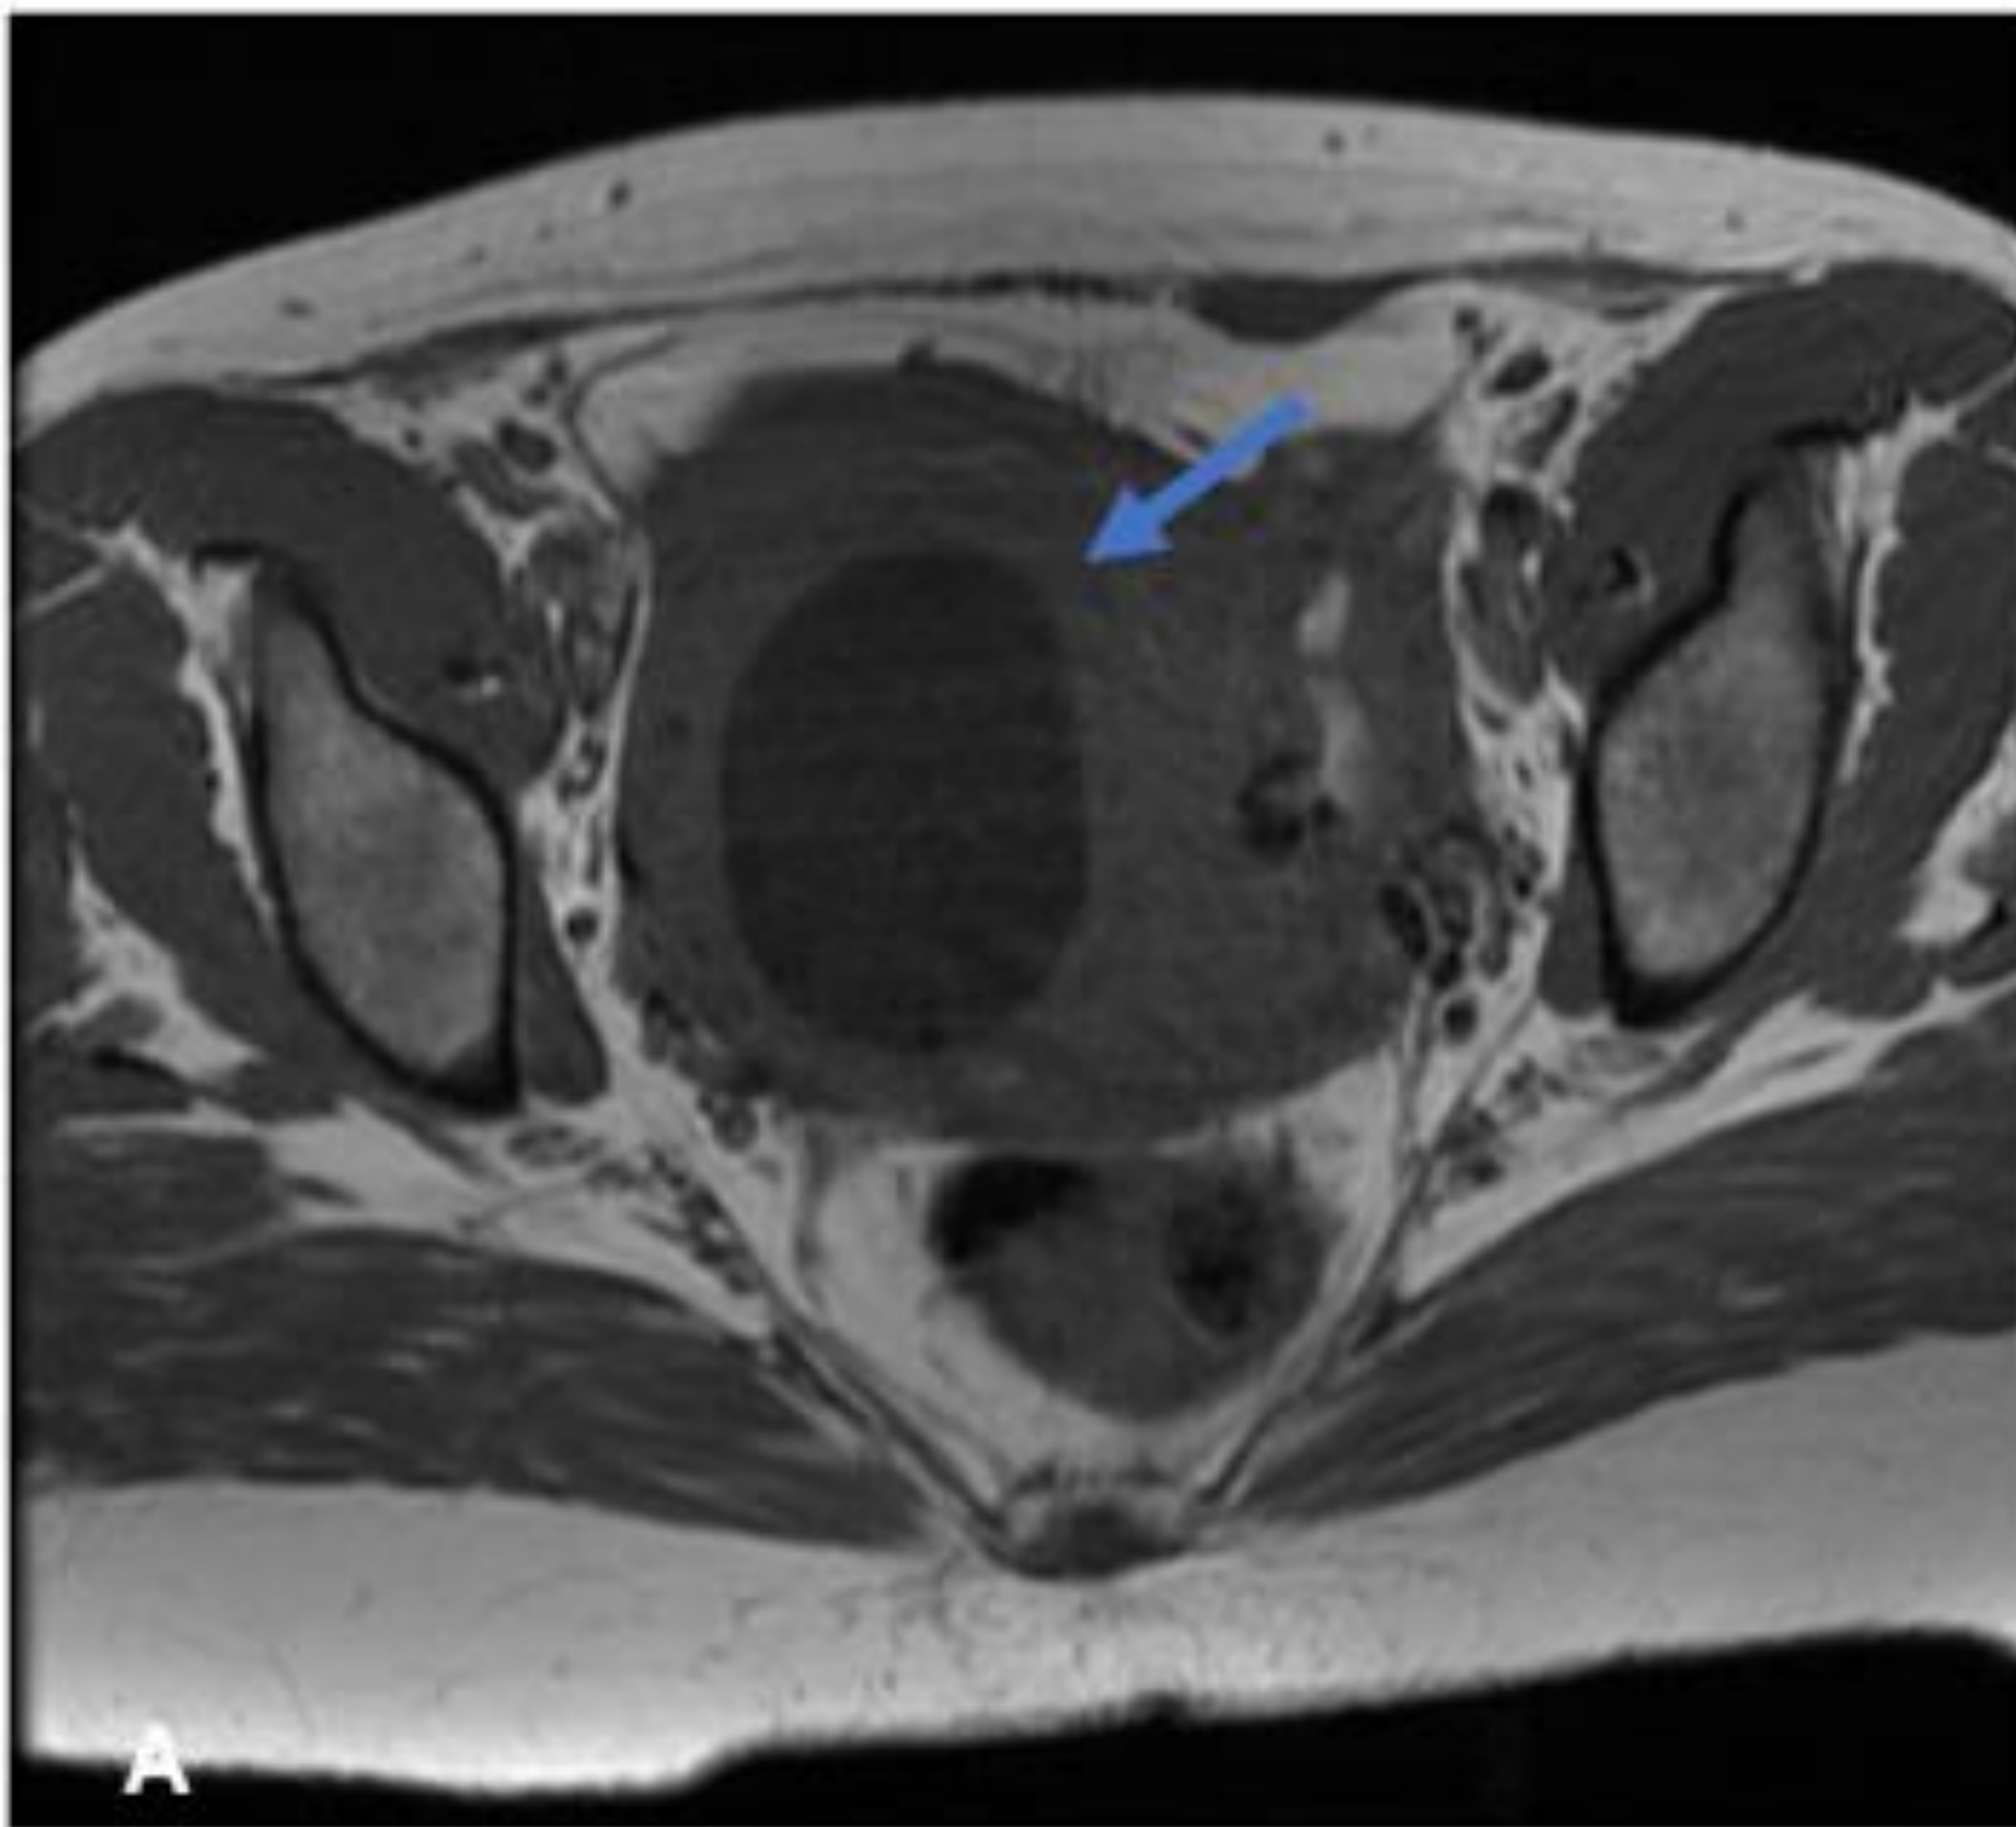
Leiomioma con degeneración quística. A) RM potenciada en T1 que muestra una lesión uterina con centro hipodenso (flecha azul). B) RM potenciada en T2 FSE con reconstrucción sagital que muestra la misma lesión con centro de alta señal, en relación con componente quístico (flecha amarilla)
